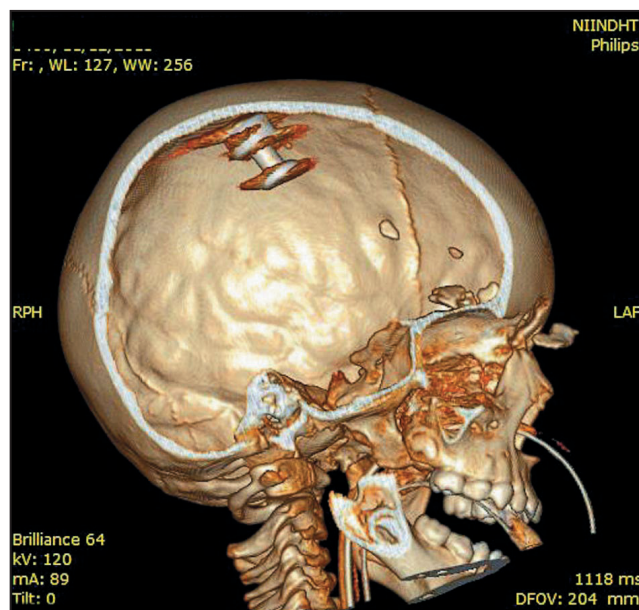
3D-реконструкция повреждений черепа в боковой проекции по результатам компьютерной томографии черепа В. (в правой теменной доле получено изображение металлического сердечника пули).
